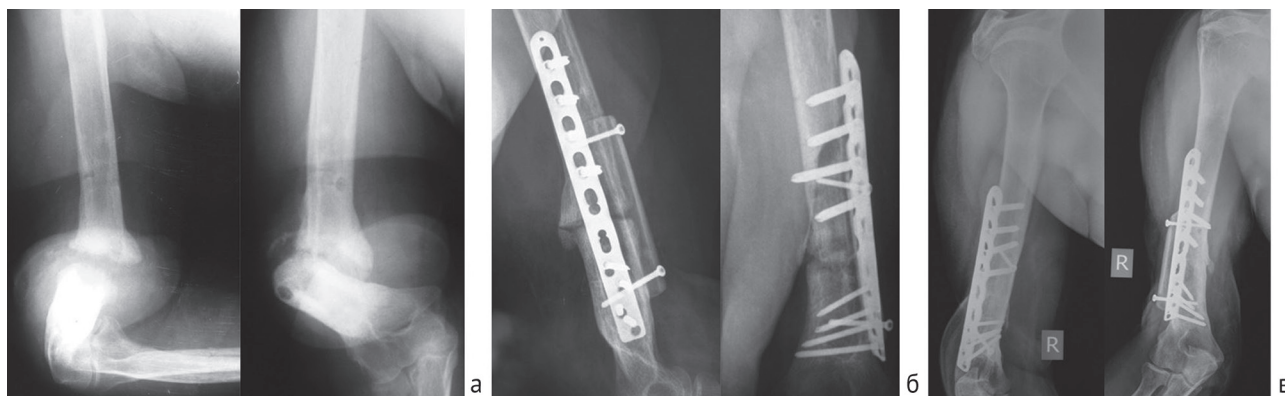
Пациент К., 49 лет: а – рентгенограммы правого плеча до операции; б – операция: резекция зоны ложного сустава правой плечевой кости, мостовидная костная пластика васкуляризованным трансплантатом из левой малоберцовой кости; в – рентгенограммы через 6 месяцев после операции
